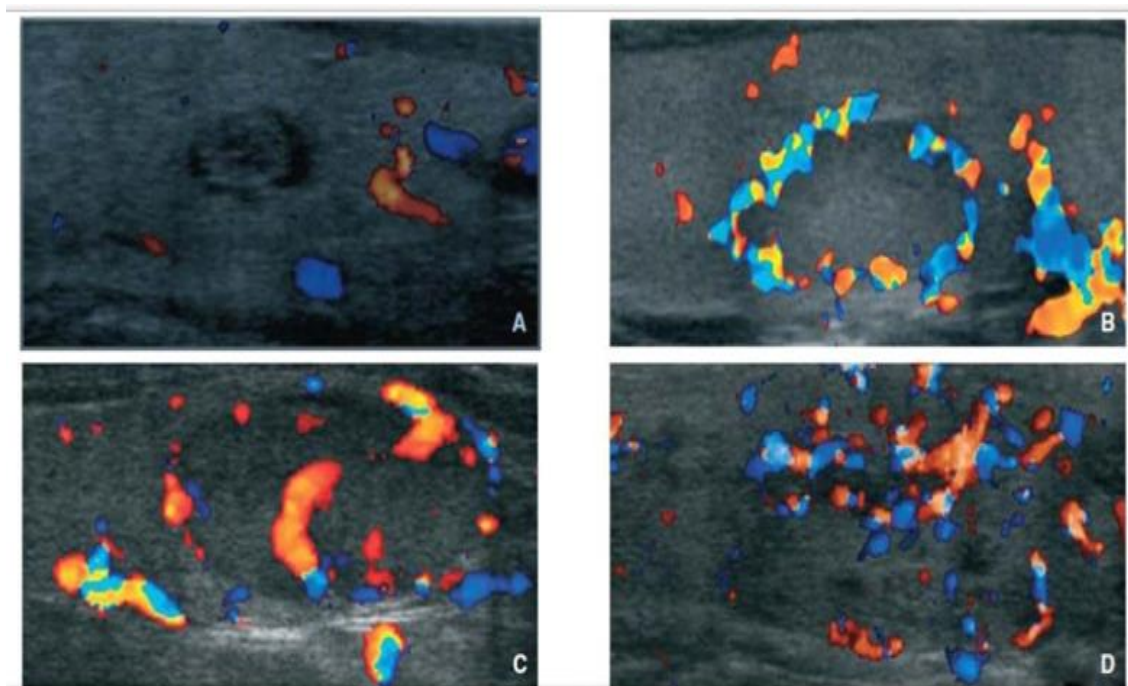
Aspect échographique présentant les quatre types de vascularisation nodulaire (66)
